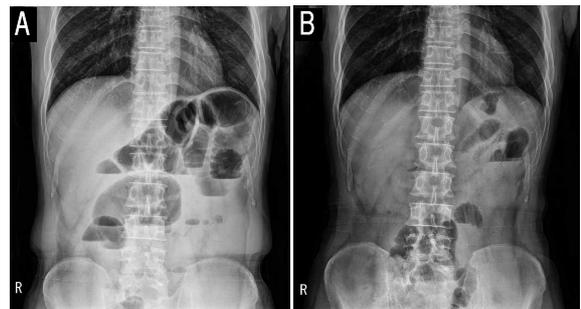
Comparison of abdomen erect X-ray findings at outpatient department.
